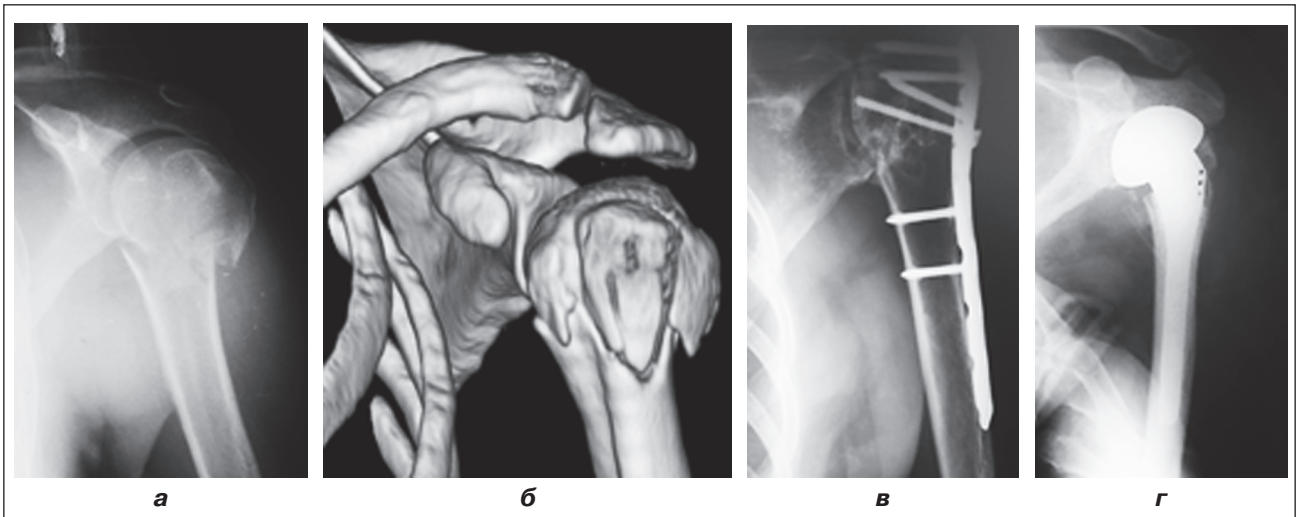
Рентгенологічне обстеження хворої 3.: а) рентгенографія лівого плечового суглоба, пряма проекція (після травми); б) комп'ютерна томографія лівого плечового суглоба, 3D-реконструкція (після травми); в) рентгенографія лівого плечового суглоба через 6 міс. після металоостеосинтезу; г) рентгенографія лівого плечового суглоба через 3 міс. після протезування
